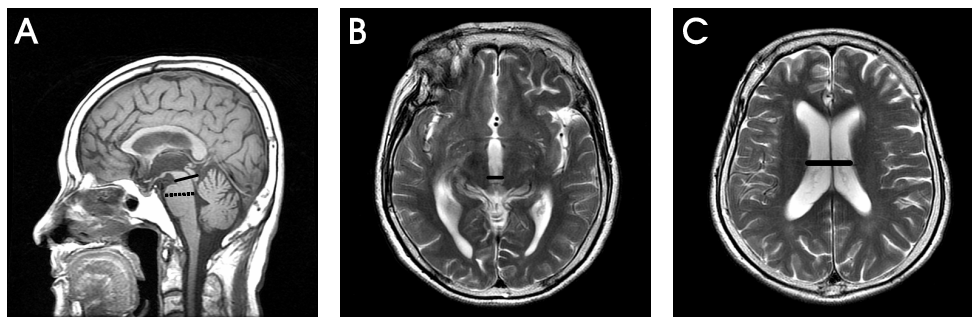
Measurement of the midsagittal maximal anteroposterior diameters of the midbrain (line in A) and pons (dotted line in A) on sagittal T1-weighted magnetic resonance images using internal measurement device. Line in B indicates maximal third ventricle width measure. Maximum lateral ventricle width (line in C) determined at a level at which septum pellucidum remains thin.
